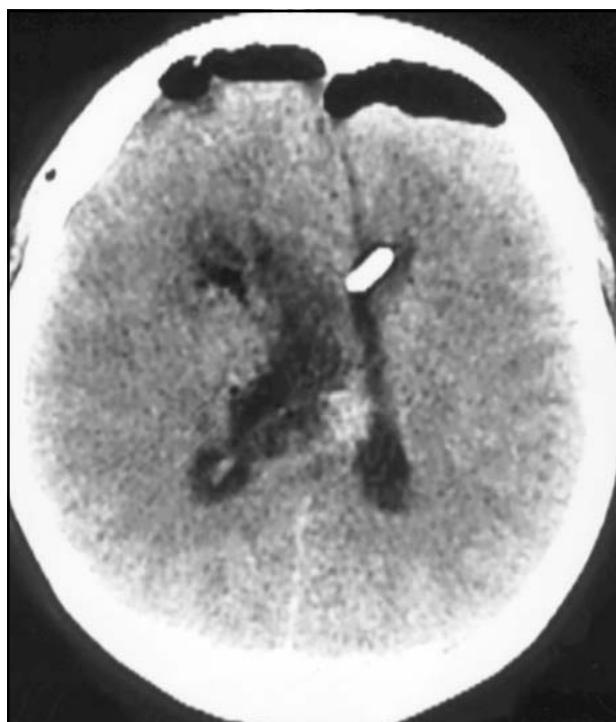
TC de crânio realizada no 1º PO evidenciou ressecção macroscopicamente total da lesão.
